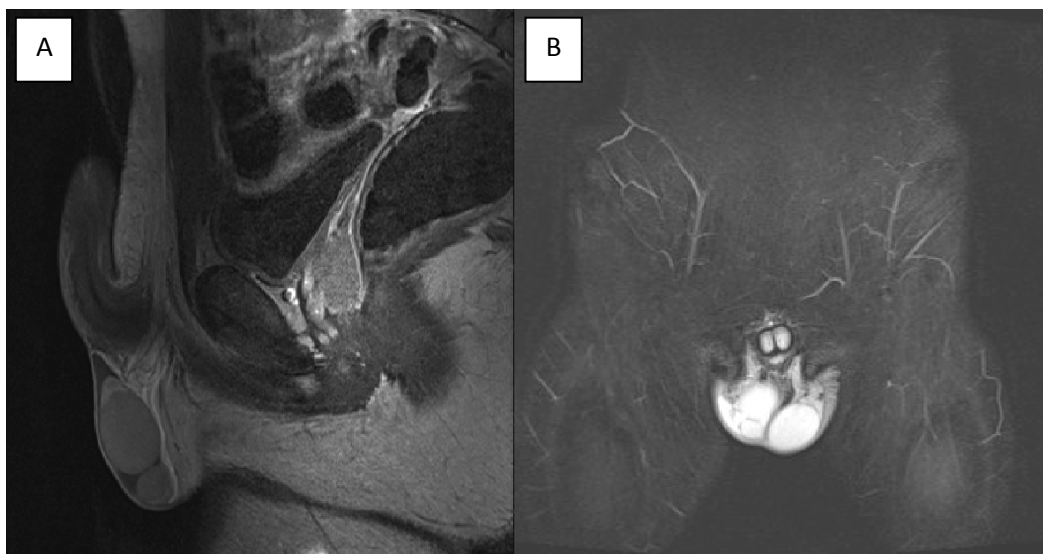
Resonancia magnética en la que se observan dos testículos independientes en el hemiescrotos derecho. 1B. Corte coronal donde se muestran los tres testículos.
